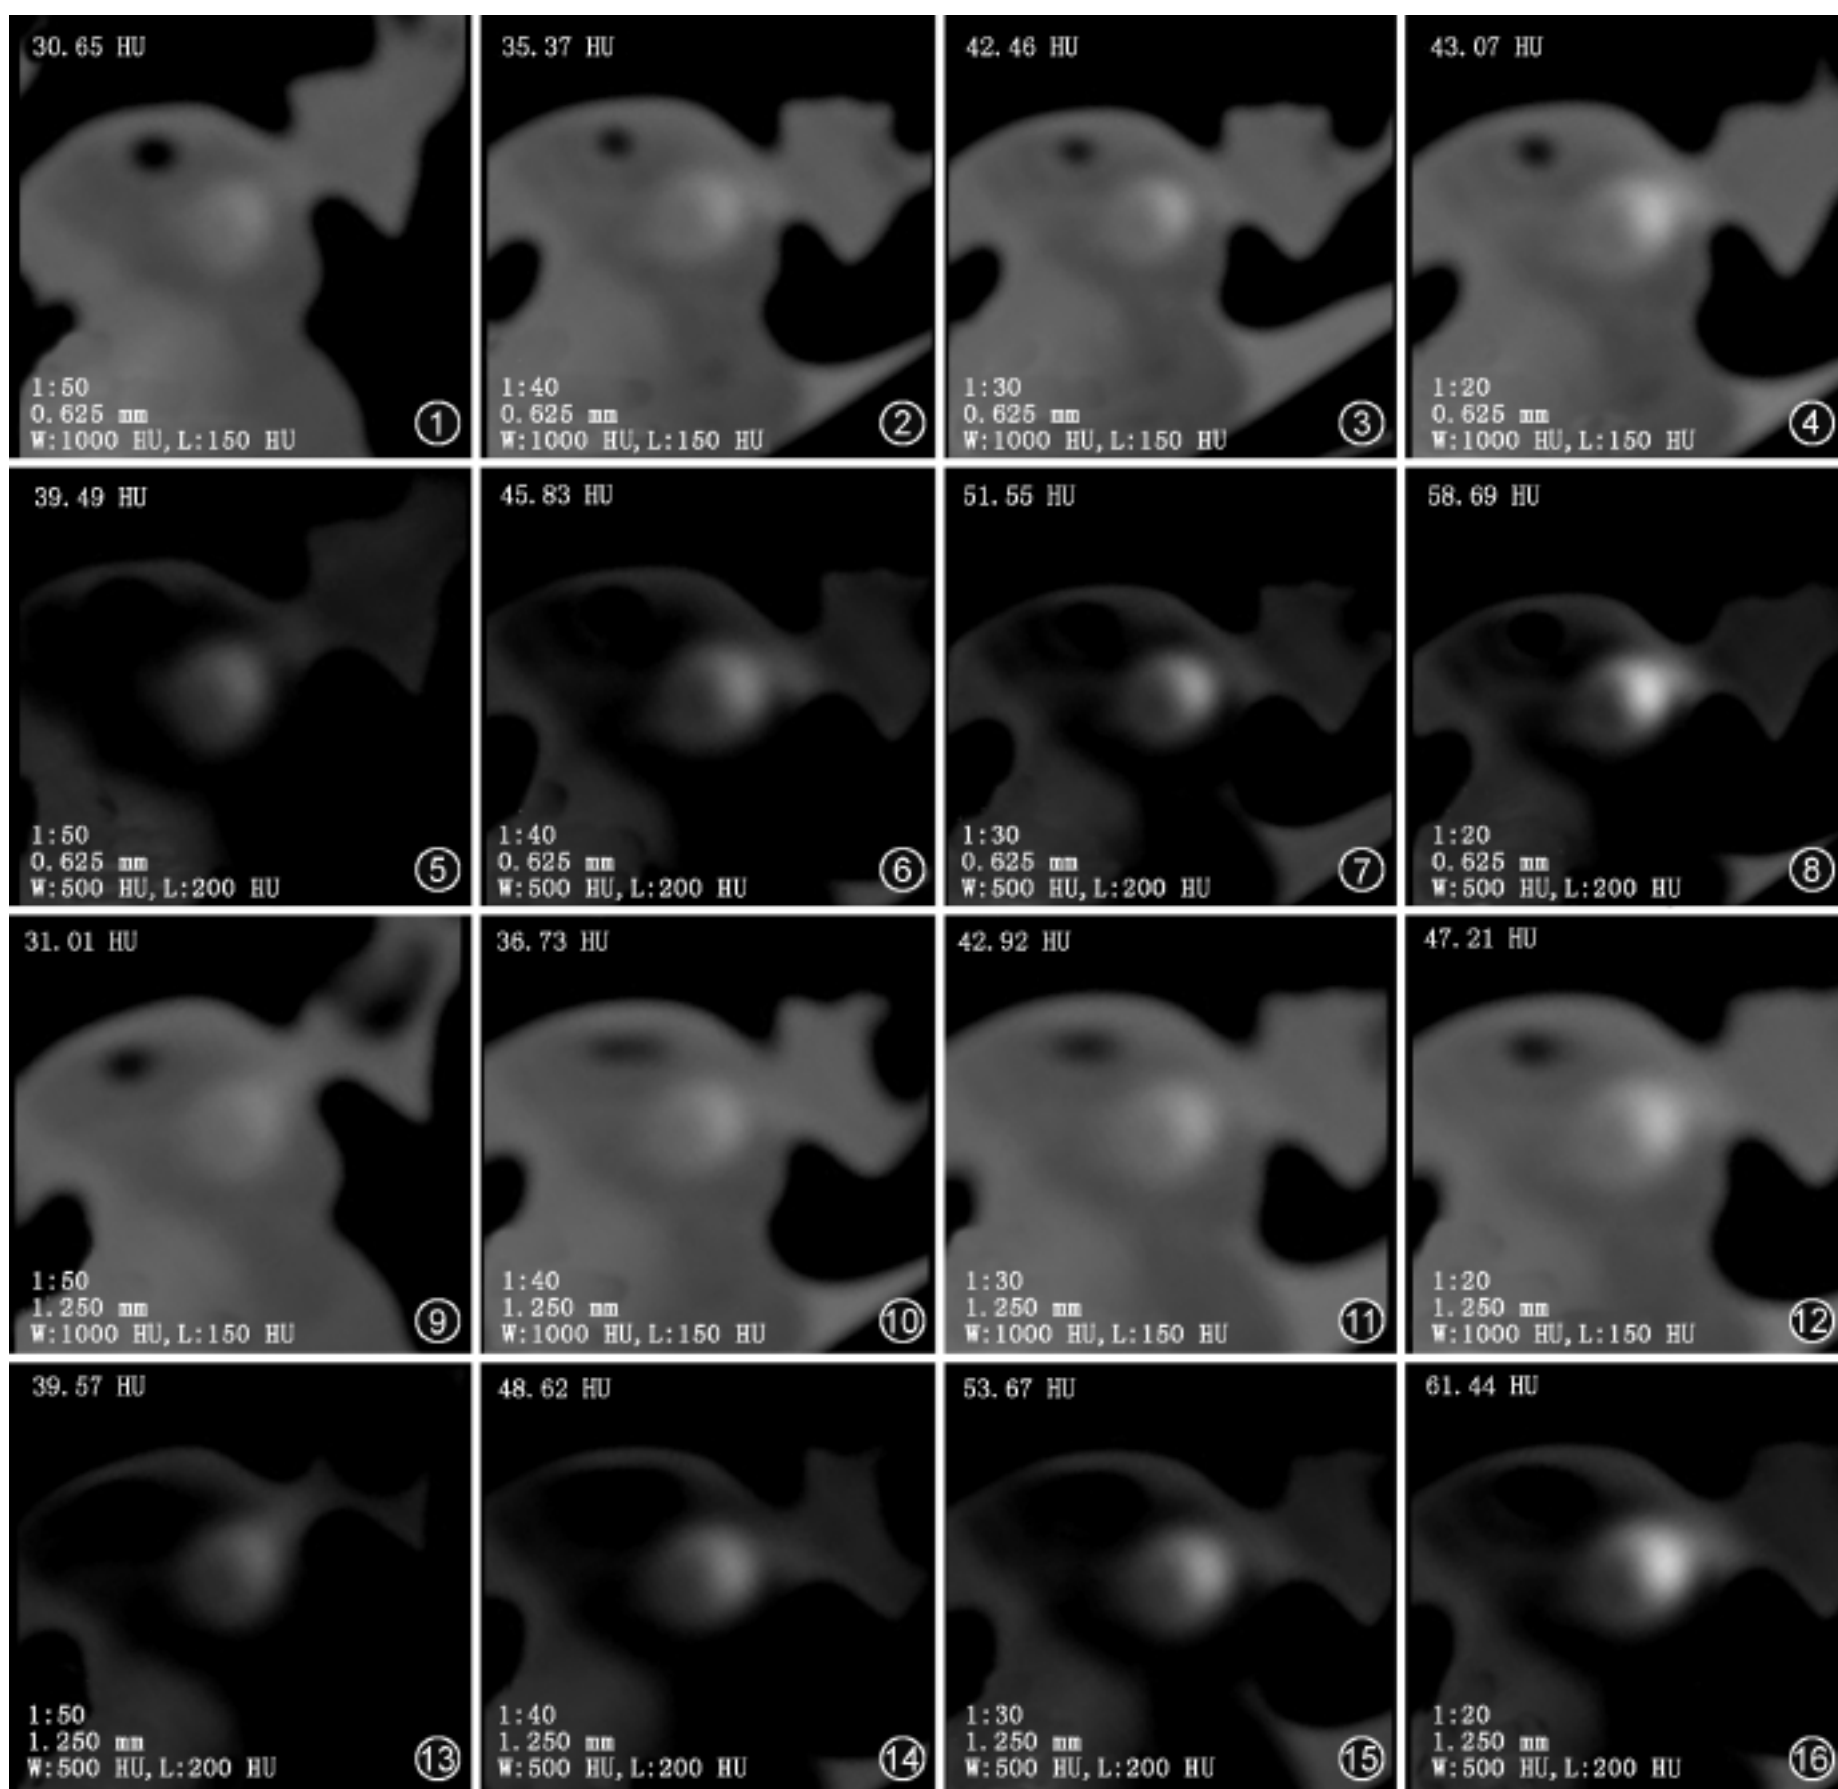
~8 0.625 mm 层厚、4 种管腔密度、2 种窗设置下斑块 CT 值测量结果。随管腔密度升高,斑块 CT 值测量结果呈上升趋势;2 种窗设置下斑块 CT 值测量结果不同。W 为窗宽,L 为窗位 图 9 ~16 1.250 mm 层厚、4 种管腔密度、2 种窗设置下斑块 CT 值测量结果。随管腔密度升高,斑块 CT 值测量结果呈上升趋势;2 种窗设置下斑块 CT 值测量结果不同
